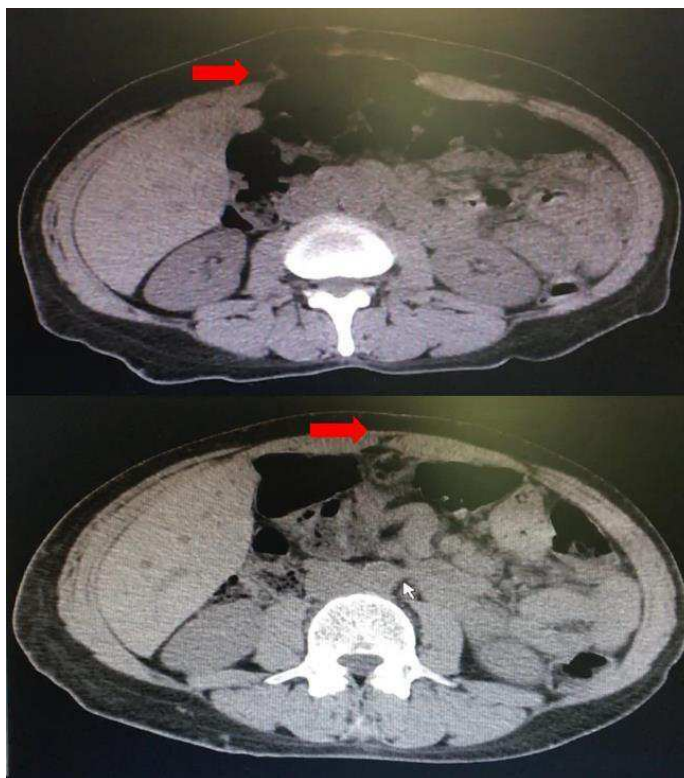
Superior: TC pré-operatória com hérnia ventral (seta vermelha). Inferior: TC pós-operatória de sete meses com a tela dérmica integrada.
